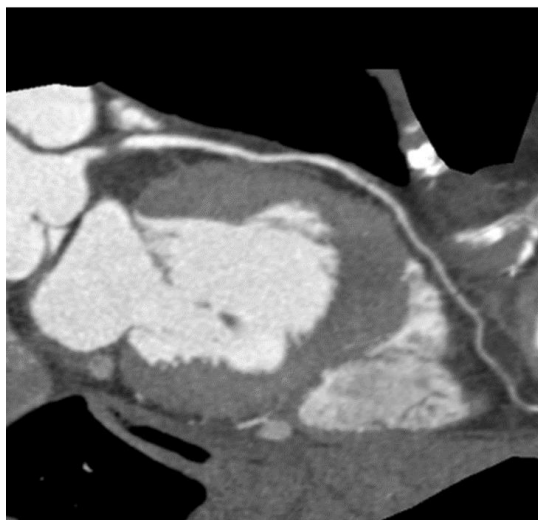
Angiografia coronariană prin TC 64-Slice: stenoză semnificativă în segmental proximal al arterei coronariene stângi anterior descendentă.
